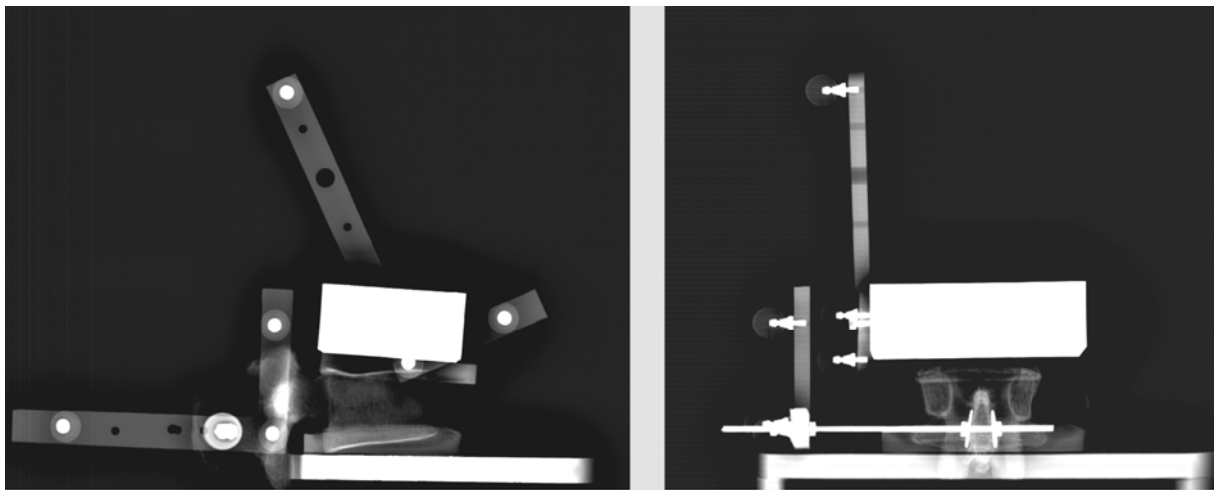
Stéréoradiographie EOS® avant essai pour 1/ Créer les repères locaux de la vertèbre et du plateau supérieur. 2/ Exprimer la position des marqueurs de chaque tripode dans le repère local de l'objet auquel il est associé.
